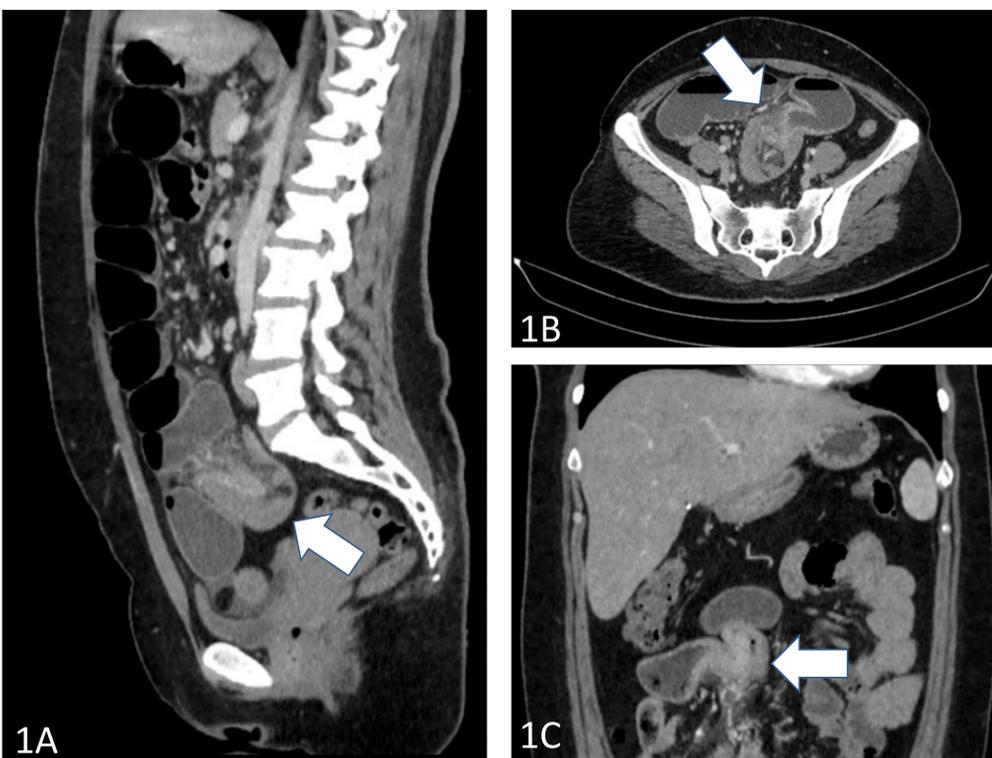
Tomografia Computadorizada (TC).
